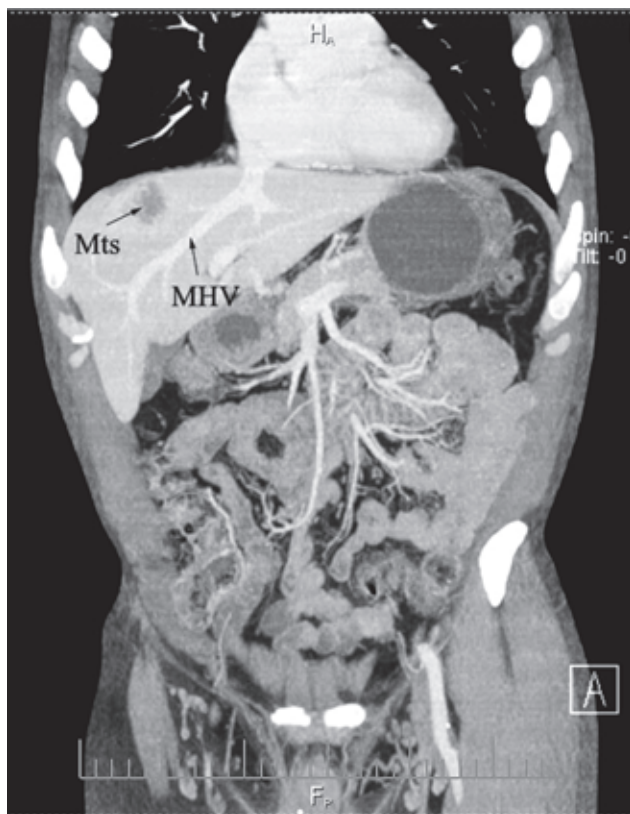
Пациент К., 61 год. МСКТ печени
